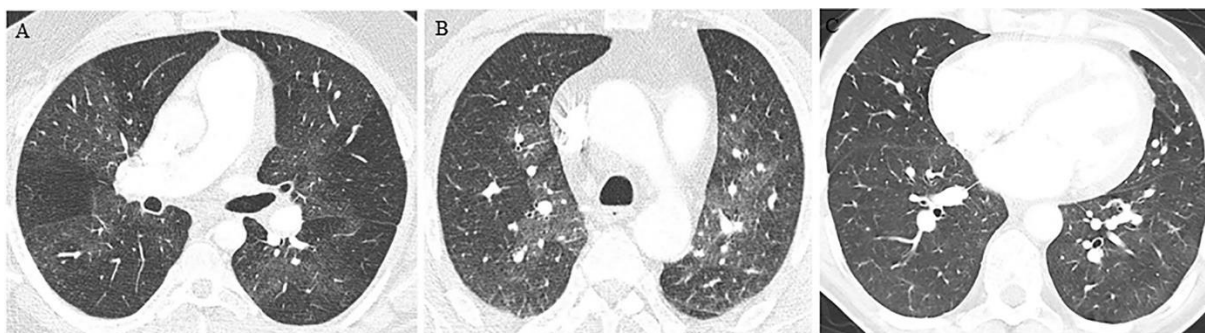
Defeitos de perfusão em mosaico em doentes com CTEPH. (A) A TC mostra áreas segmentares e subsegmentares de hipo- e hiperatenuação (padrão 1). (B) A TC mostra áreas perihilares de atenuação e vascularização aumentadas, com defeitos de perfusão periféricos (padrão 2). (C) A TC mostra atenuação heterogénea do parênquima pulmonar (padrão 3). (Imagem de: Grosse A, Grosse C, Lang I (2018) Evaluation of the CT imaging findings in patients newly diagnosed with chronic thromboembolic pulmonary hypertension. PLoS ONE 13(7): e0201468. <https://doi.org/10.1371/journal.pone.0201468> (42))
